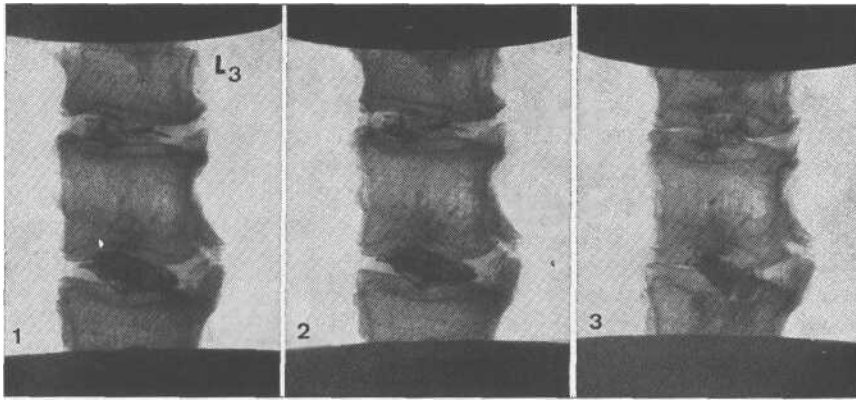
Sequenza di immagini radiografiche del pezzo utilizzato nella terza esperienza a diverso carico: 1) kg 100; 2) kg 200; 3) kg 320. Bene evidenti i fenomeni di spondilosi disco-somatica. Da notarsi la progressiva riduzione dello spazio intersomatico e nell'ultimo radiogramma la penetrazione intraspongiosa del nucleo iniettato nella L
